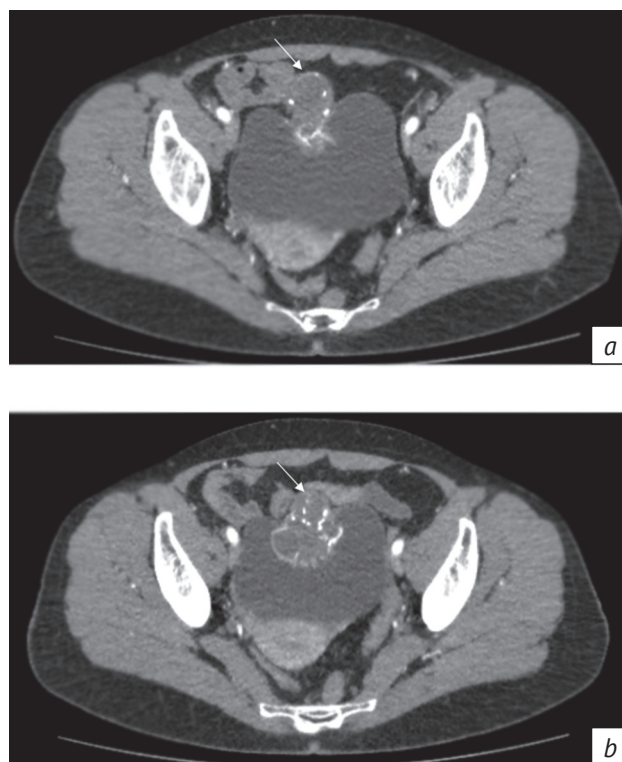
КТ органов малого таза, аксиальная плоскость:
